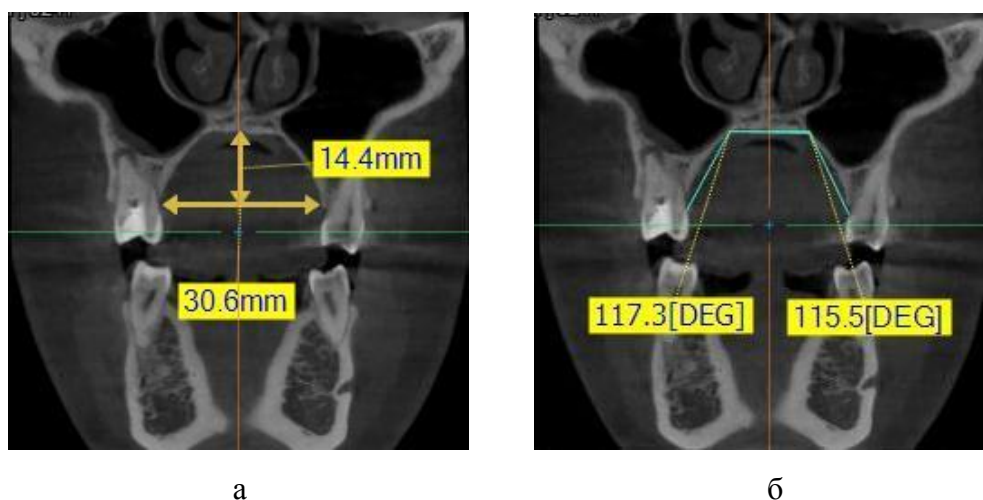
Размеры нёбного свода (а) и трансверсальные углы нёбного свода (б) до лечения на срезах конусно-лучевых компьютерных томограмм пациентки К.
